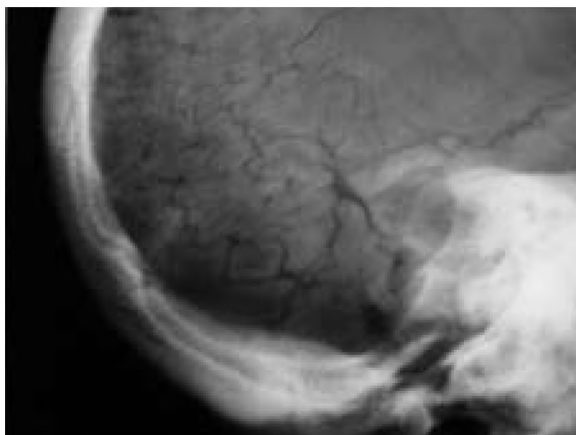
Skull radiograph: additional Wormian bones.
